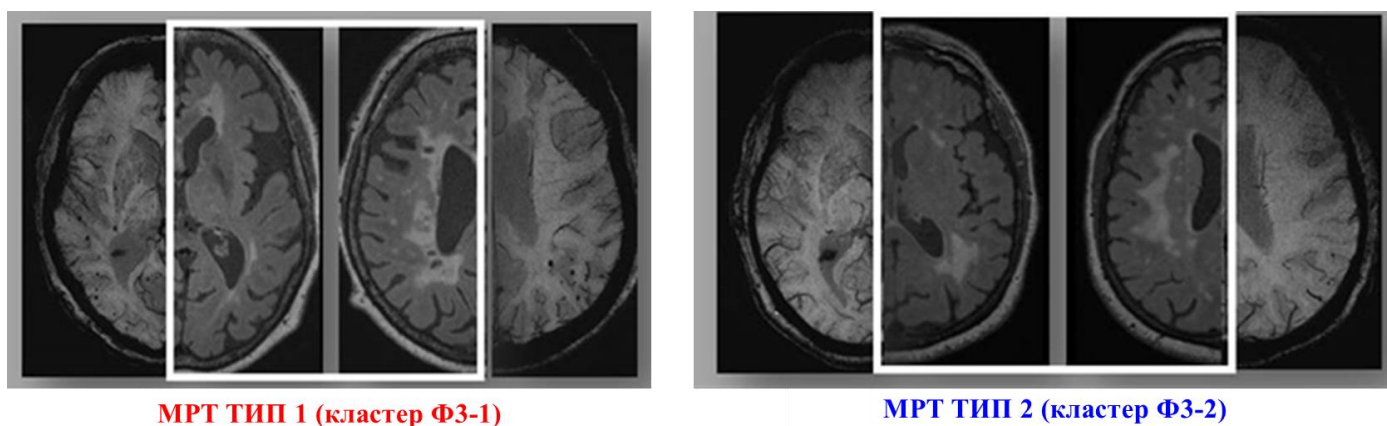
МРТ-типы ЦМА, полученные в результате кластерного анализа основных МРТ-признаков (режимы FLAIR и SWI).
